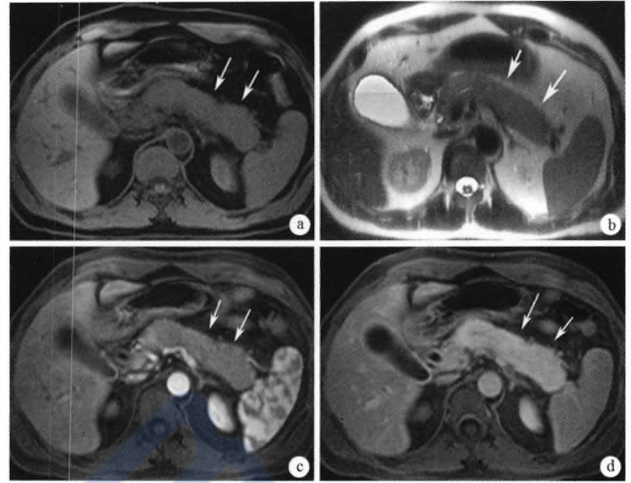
AIP 的 MRI 征象 a:T1 加权见腊肠样胰腺,较肝脏、脾脏呈低信号,正常小叶结构消失;b:T2 加权见胰腺较肝脏高信号,与脾脏等信号;c,d:动态增强 MRI 显示胰腺实质延迟增强(Manfredi R, et al. 2011, Radiology)
